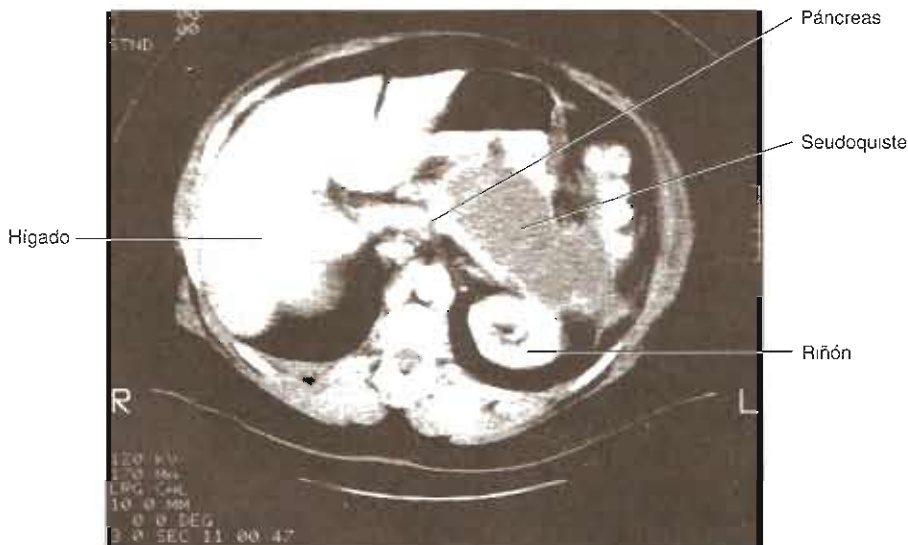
Pseudoquiste pancreático en TC. (Reproducida con autorización de Way LW [editor]: *Current Surgical Diagnosis & Treatment*, 10th ed. Originalmente publicado por Appleton & Lange, Derechos reservados 1994 por The McGraw-Hill Companies, Inc.; obra publicada en español por Editorial El Manual Moderno, México.)
